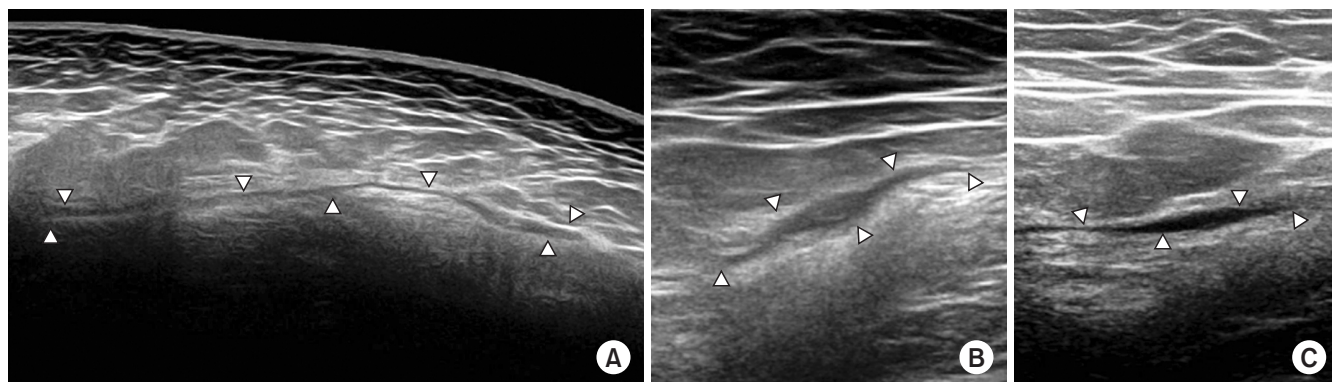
Longitudinal ultrasound image of the thoracolumbar spine (A), and transverse ultrasound image of the left thigh (B) and right hip (C).
